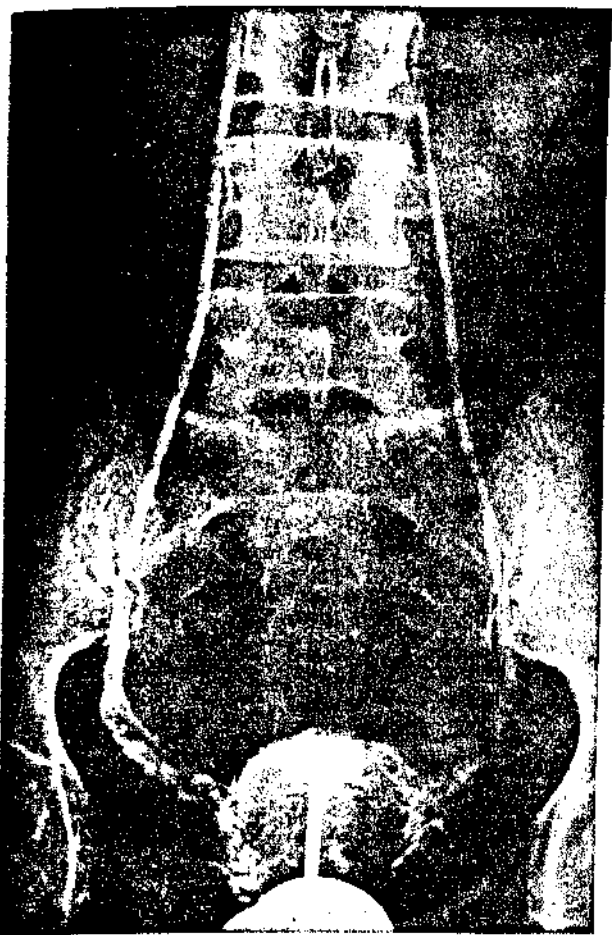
Flebografia pélvica: 1ª radiografia - NORMAL.
